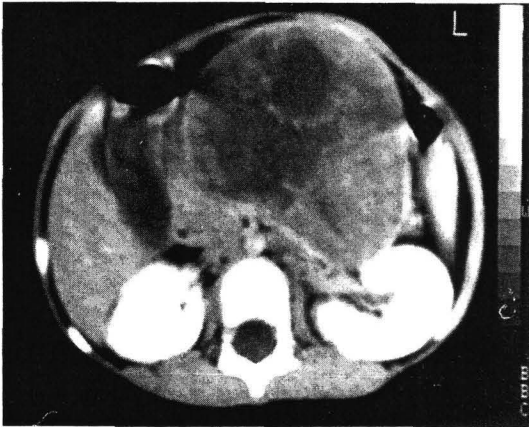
Abdominal CT scan, showing a large encapsulated retroperitoneal tumor with central necrosis.
